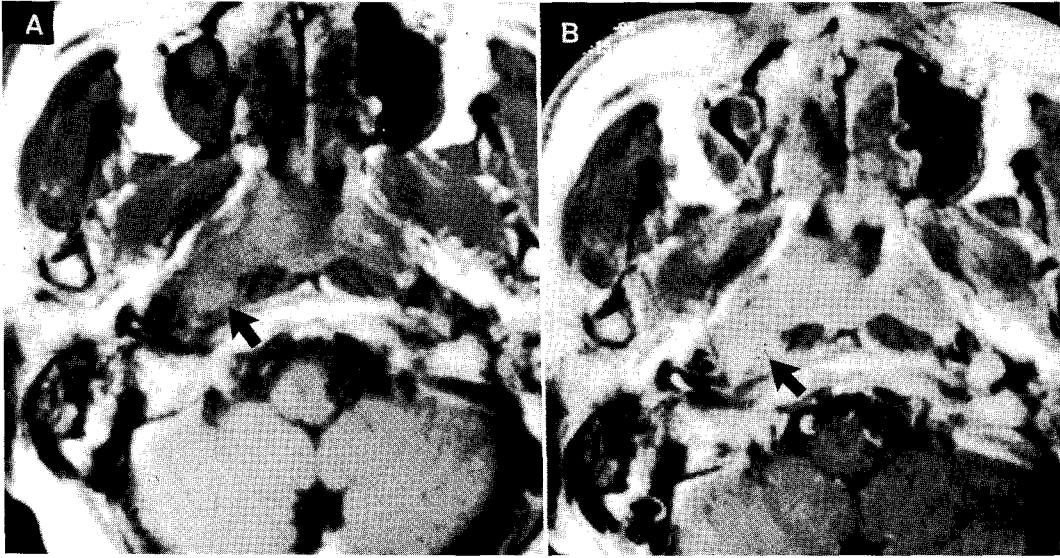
Nasopharynx cancer involving the muscle plane. The tumor of the right nasopharynx is seen as intermediate signal intensity on pre-contrast T1-weighted image(a), and the right longus muscle plane is involved. After infusion of contrast material(b), the lesion is enhanced homogeneously and the right lateral retropharyngeal lymph node is also enhanced(arrow).
